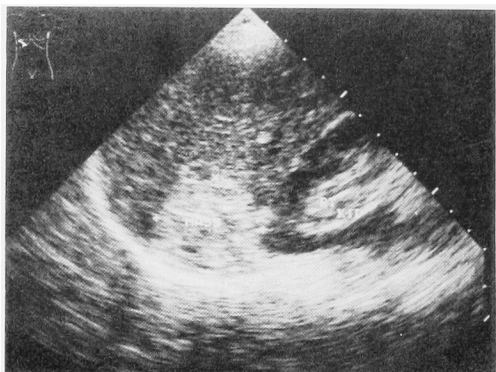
Ultrasonography shows a right supra-renal nonhomogenous mass.
